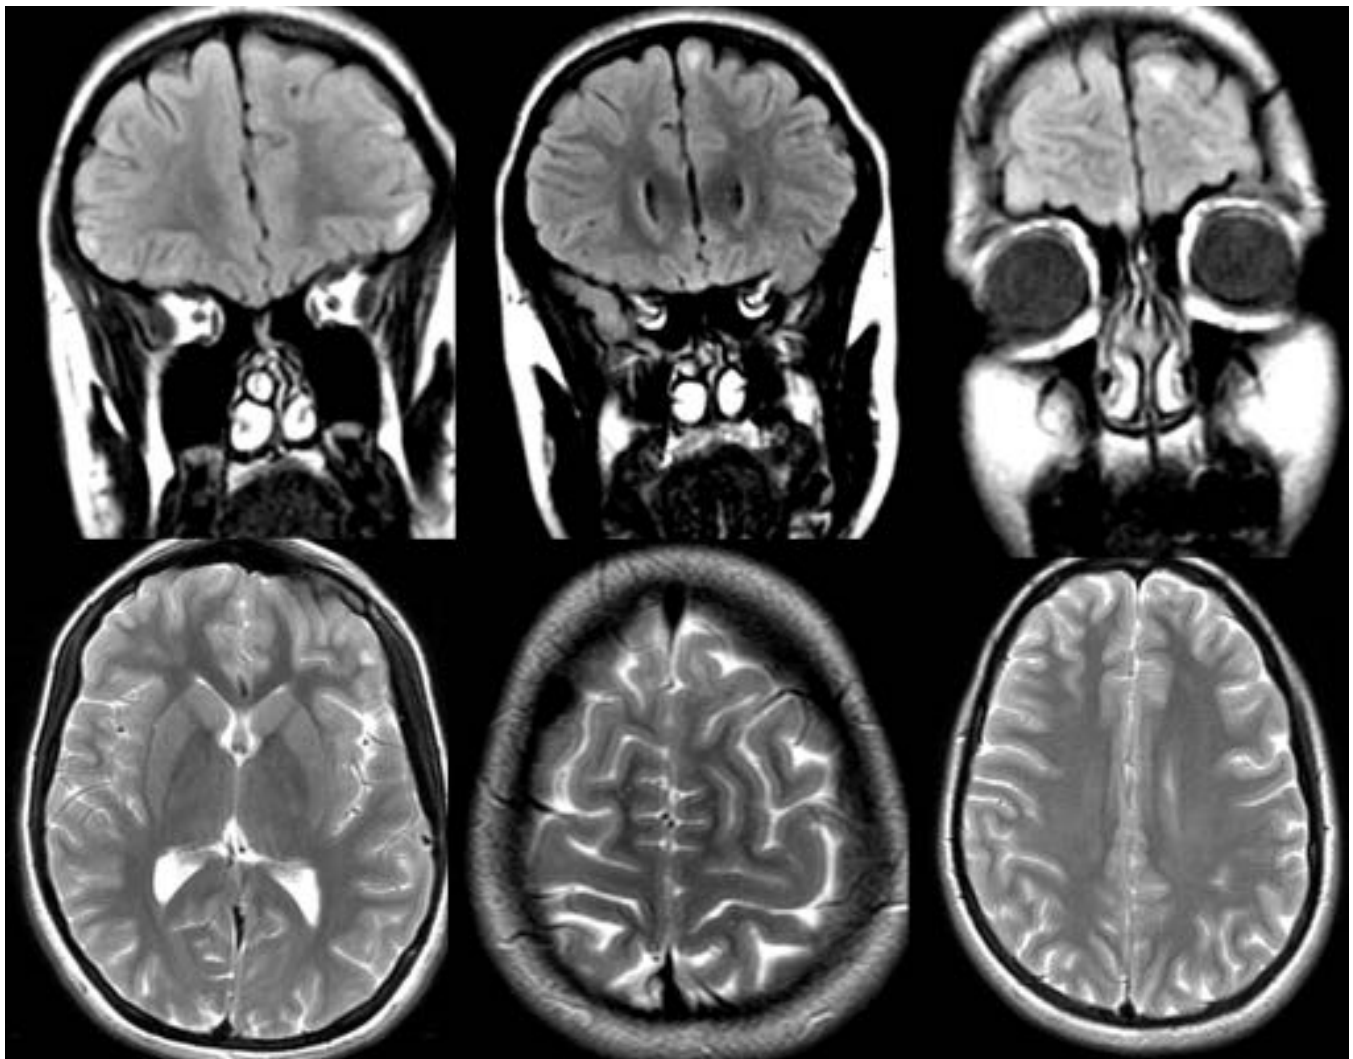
RM realizada en el año 2006. Imágenes en T2. Paciente de sexo femenino 15 años. Observe los focos de alteración en la intensidad de señal en región cortico-subcortical de los lóbulos frontales, más notorios en FLAIR. Probables hamartomas en el contexto de trastorno neurocutáneo.
